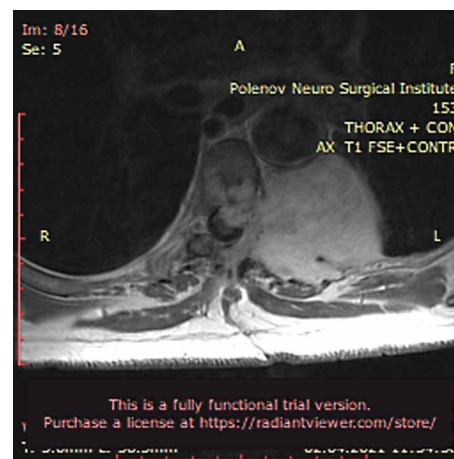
МРТ до операции: компрессионная миелопатия на уровне Th5, разрушение тела и левой дуги позвонка Th5, задних отделов V ребра.
